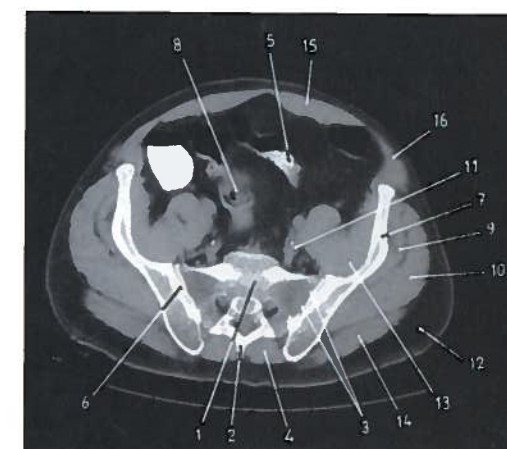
Corte axial da pelve em TC
